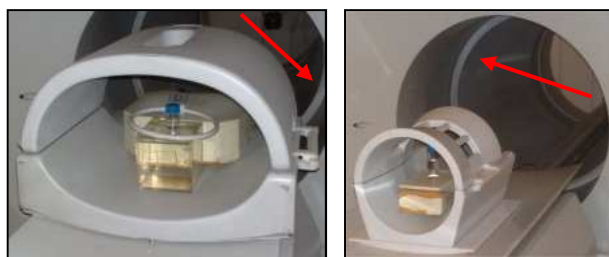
Приемные катушки, задействованные для МРТ  $^{19}\text{F}$  - Т5968 (слева) и Т5973 (справа). Стрелки указывают положение передающей катушки Т3402.
